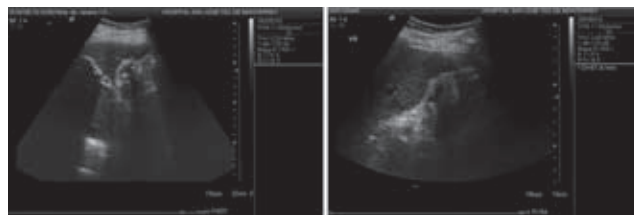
Ultrasonido de abdomen donde se identifica un quiste hepático con pared calcificada que mide 2.7 cm. Colecistitis crónica con pared gruesa y cálculos en su interior.
